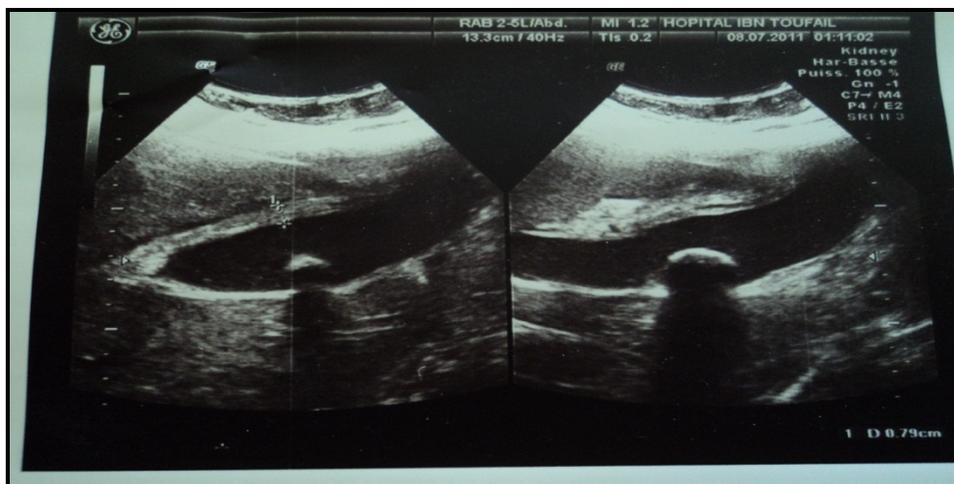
coupe échographique longitudinale montrant une lithiasie vésiculaire avec épaississement de la paroi vésiculaire chez une de nos patientes.
